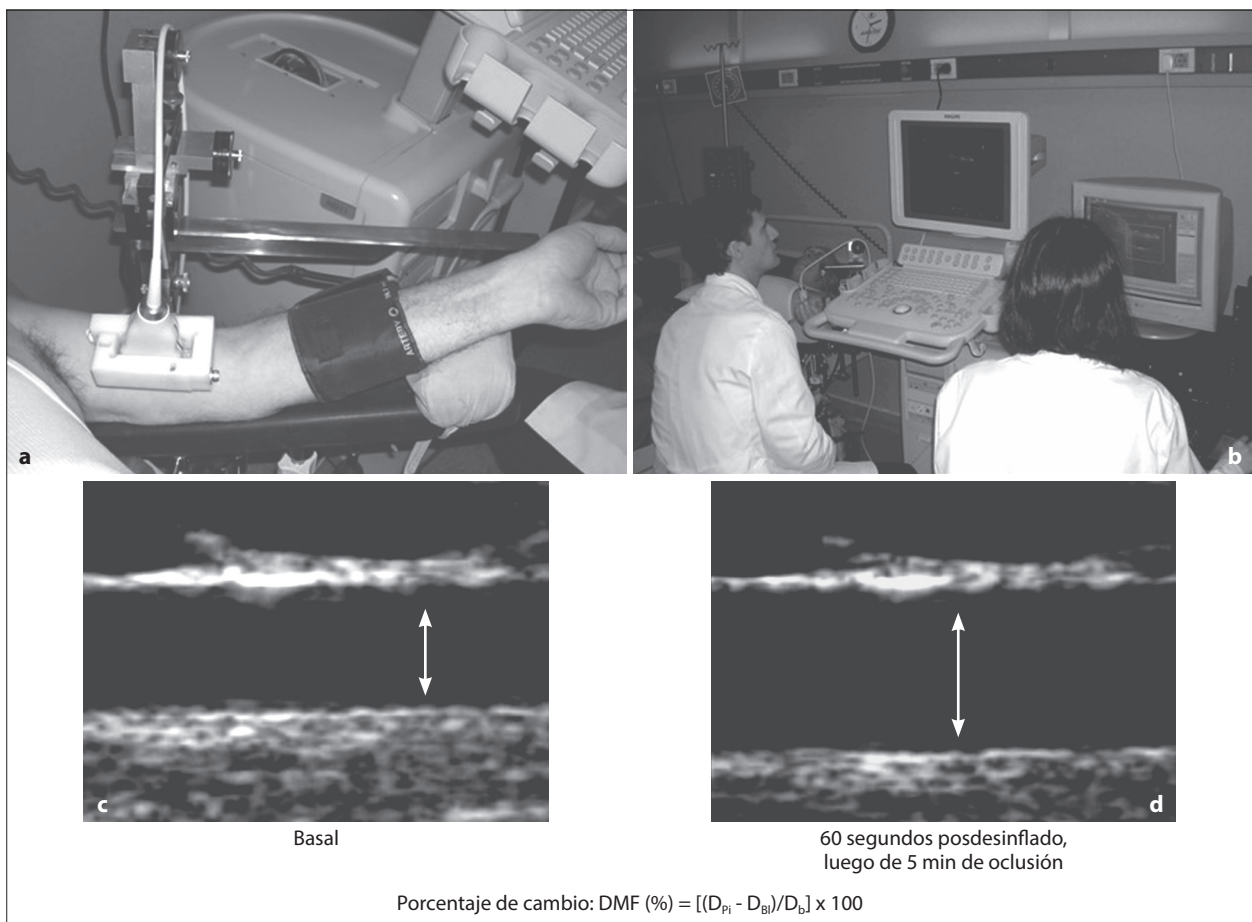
a-d Medición por ecografía vascular de la arteria humeral (descripción Fundación Favaloro).
